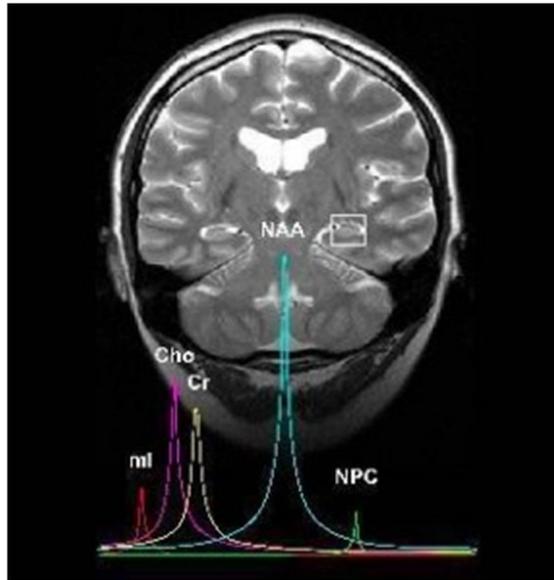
RM en paciente con autismo
